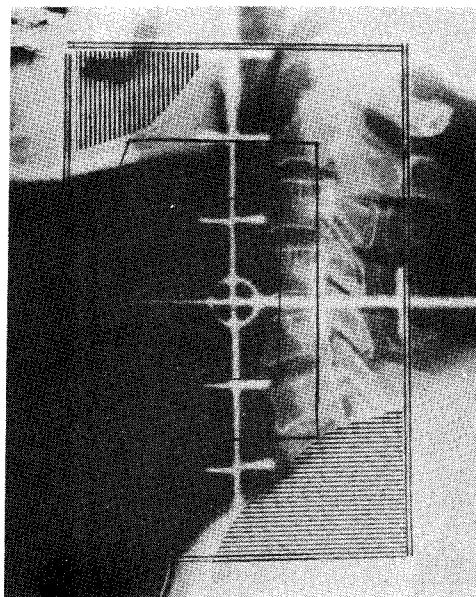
Radiograph showing portal arrangement with shrinking field technique for radiation therapy of supraglottic carcinoma.
